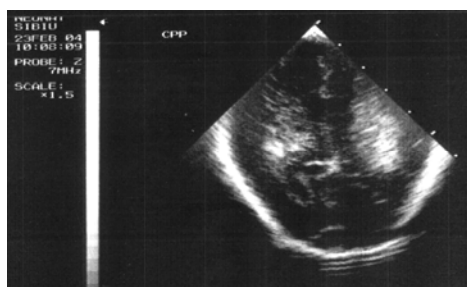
Leucomalacie periventriculară grad I (ecodensități periventriculare persistente) – secțiune ecografică coronară posterioară
